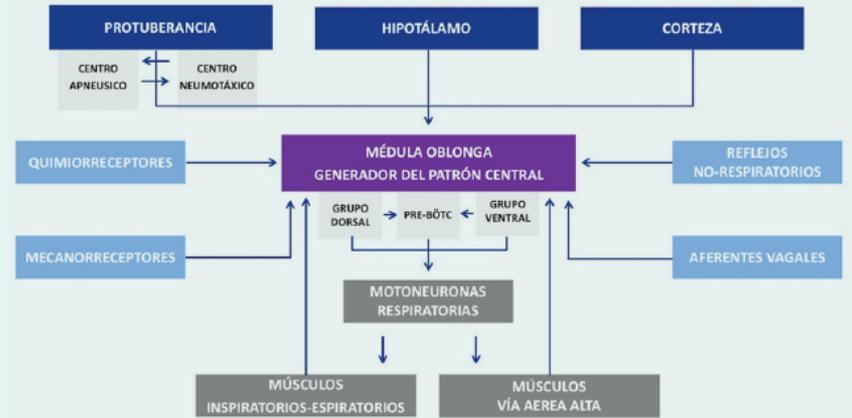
Centros de control de la respiración y generador del patrón central. Se muestran las estructuras del sistema nervioso central que participan en el control de la respiración y en la génesis del patrón central. Se grafican las complejas relaciones, en muchos casos bidireccionales, entre las estructuras centrales, los sensores químicos y no químicos y los efectores. PRE-BÔTC: complejo Pre-Bötzinger
